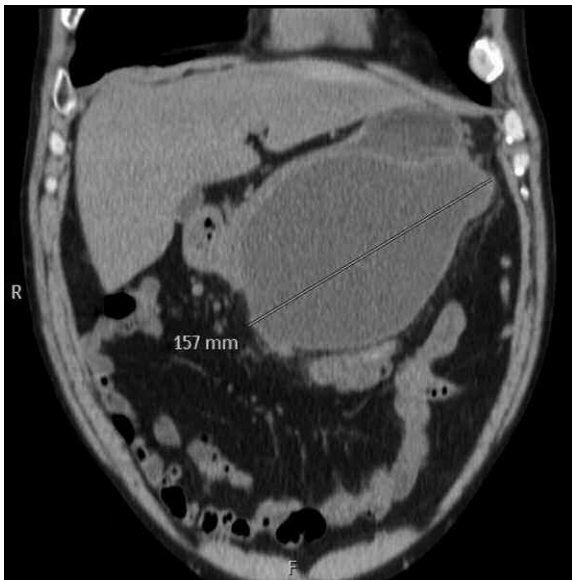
TC en reconstrucción coronal. La imagen es ovoidea, aparece bilobulada y tiene un diámetro de 15,7 cm.
